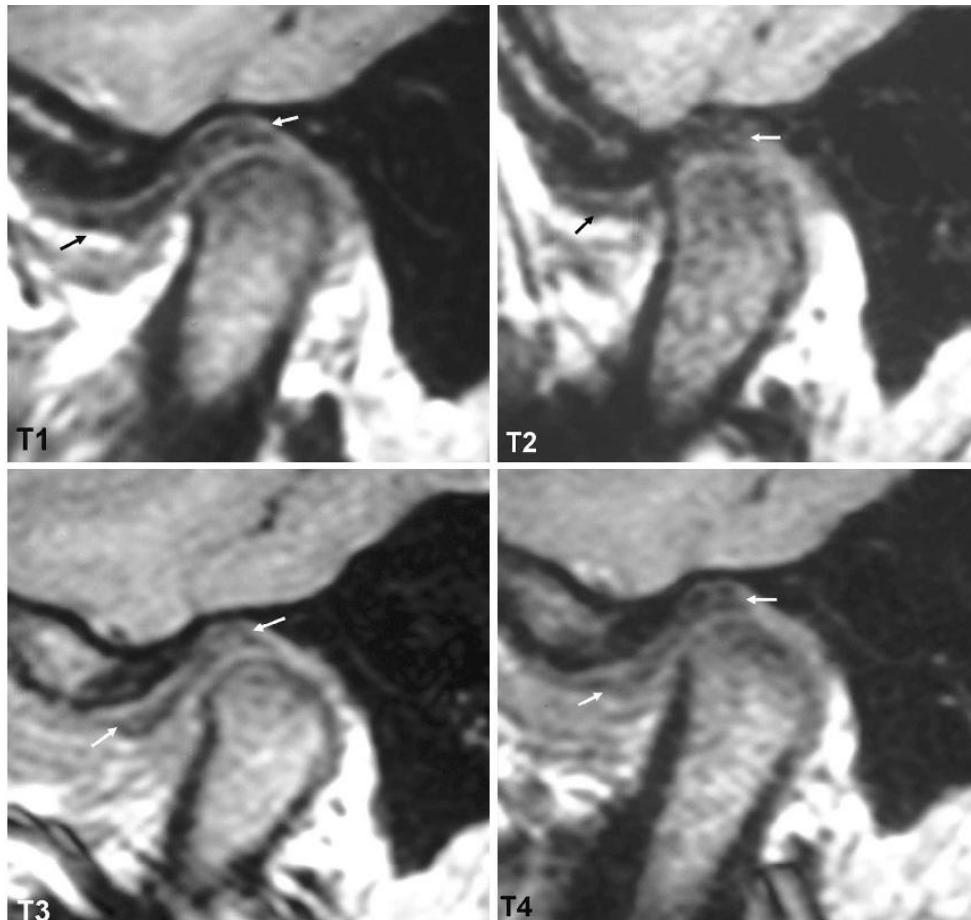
A. Resonancia Magnética de Articulación Temporomandibular izquierda.
